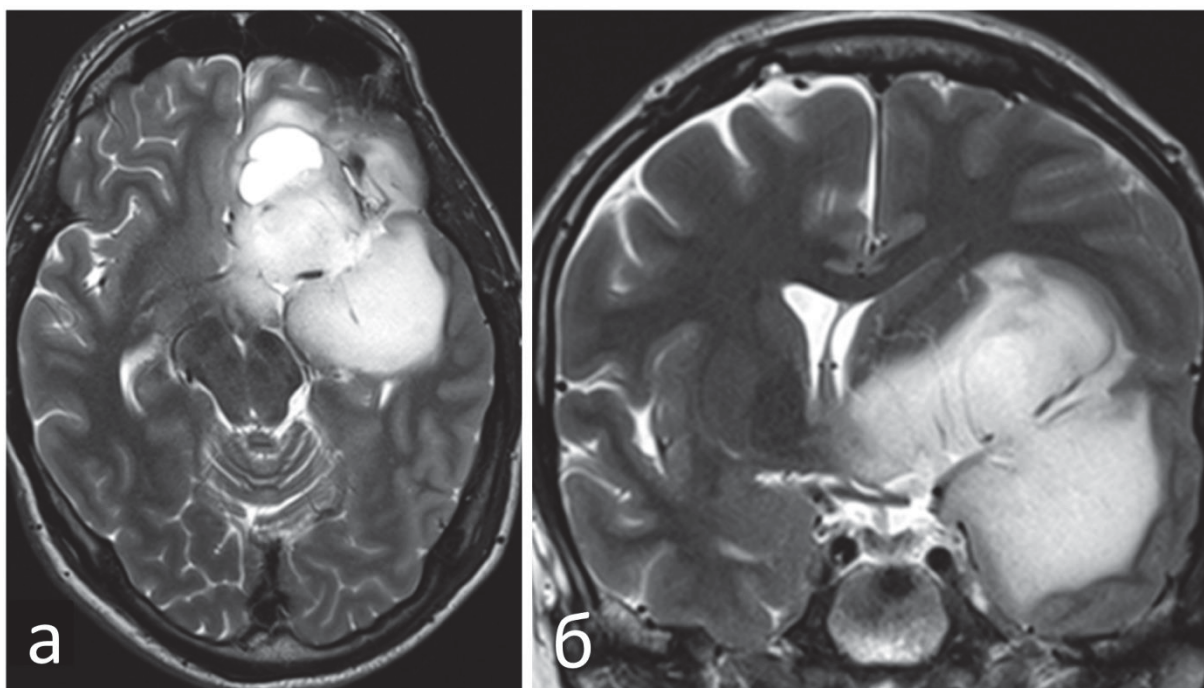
МРТ головного мозга пациента с продолженным ростом анапластической олигодендроглиомы (grade 3) правых лобной, височной и островковой долей: а – изображение в режиме T2, аксиальная проекция; б – изображение в режиме T2, коронарная проекция
